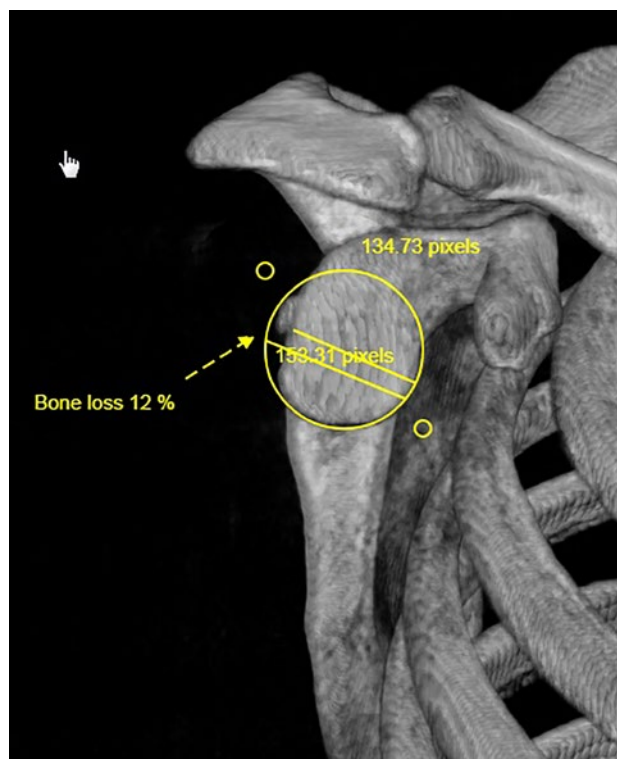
Hombro derecho. Tomografía axial computada 3D. Supresión digital de la cabeza humeral. Medición del déficit óseo glenoideo con el método del círculo perfecto.
